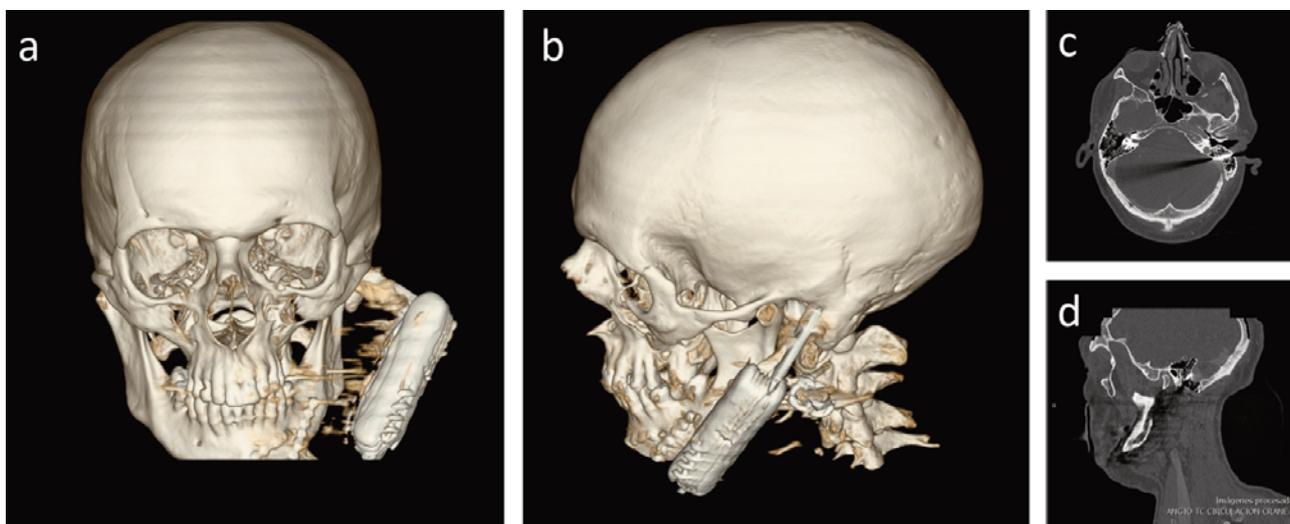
(a,b) Reconstrucción 3D del TAC cerebral, donde se aprecia la navaja impactada en la región mastoidea izquierda. Corte axial (c) y sagital (d), donde se aprecia el contacto del filo de la navaja con el seno sigmoide pero sin extravasación de contraste.
